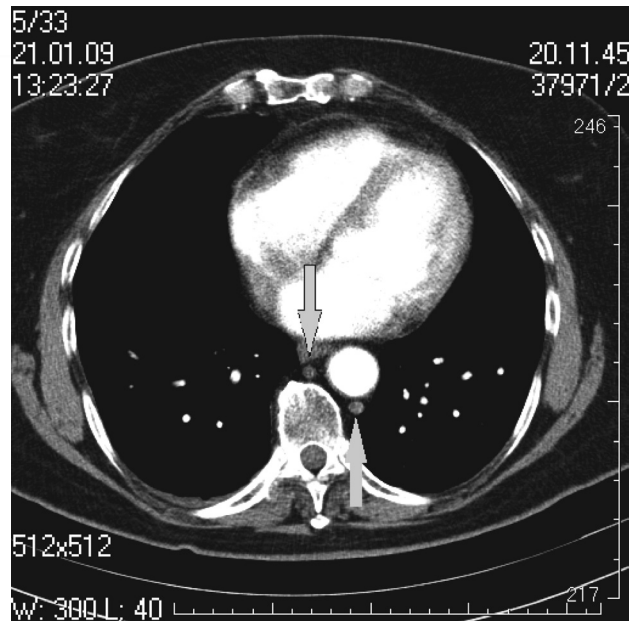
КТ-ангиограмма, *v. azygos* (каудальный сегмент) расположена по средней линии. Верхняя стрелка – *v. azygos*, нижняя стрелка – *v. hemiazygos* (уровень Th<sub>ix</sub>)
